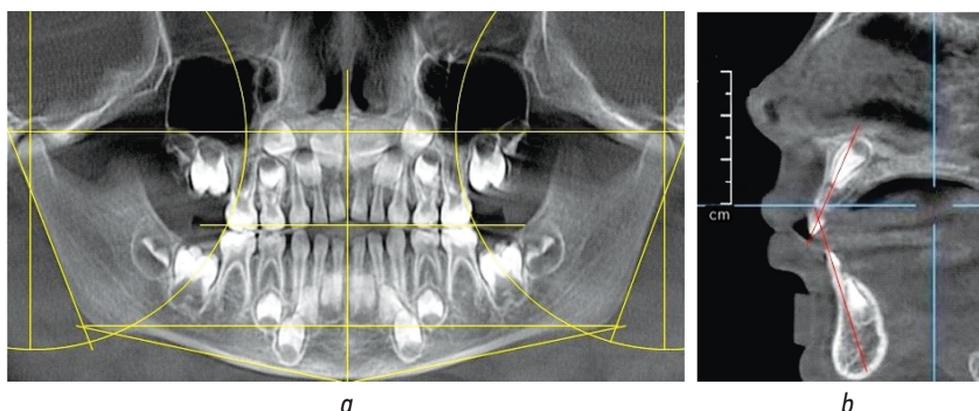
Анализ расположение ориентиров на ортопантомограмме (а) и томограмме (b)
